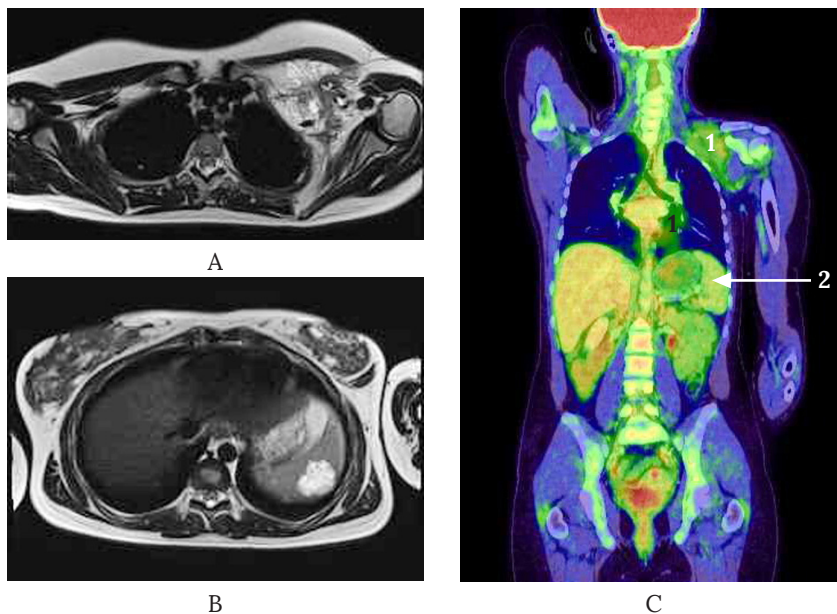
Дівчина П., 15 років. Кістозні ЛМ в лівих над- і підключичній ділянках, селезінці: А – МРТ в режимі Т2, аксіальна проекція – дрібнокістозна ЛМ над- та підключичної, аксиллярної ділянки, деформація грудної клітки; В – МРТ в режимі Т2, вогнища ЛМ в селезінці; С – ПЕТ-КТ всього тіла з контрастним підсиленням, вогнища в ділянці грудної клітки (1) та селезінки (2) не виявляють метаболічної активності.
